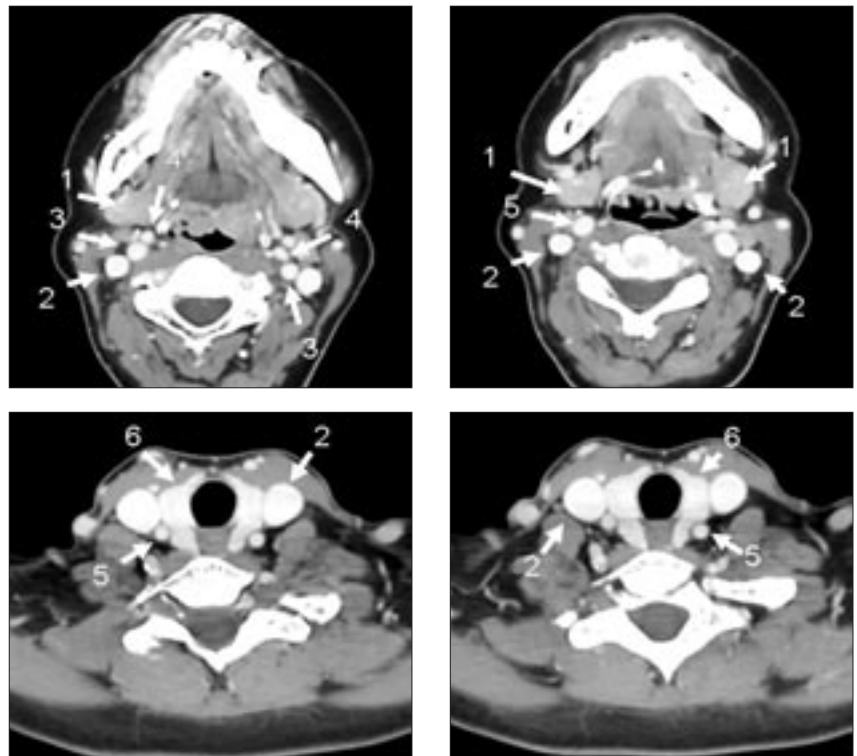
Пациентка Ж., 47 лет. МСКТ шеи с внутривенным болюсным контрастным усилением. Срезы на уровне подчелюстной области и нижней трети шеи. Элементы показаны стрелками: 1 – подчелюстные слюнные железы (правая и левая); 2 – внутренние яремные вены; 3 – наружные сонные артерии; 4 – внутренние сонные артерии; 5 – общие сонные артерии; 6 – щитовидная железа (правая и левая доли).
